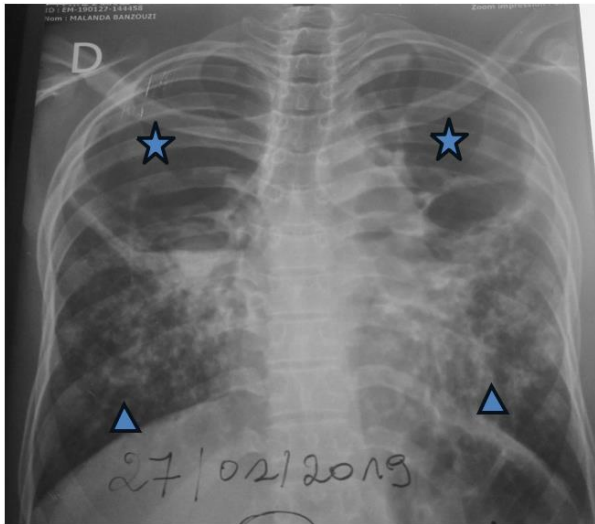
radiographie du thorax face objectivait la destruction bilatérale du parenchyme pulmonaire aux sommets () et un syndrome interstitiel dans les bases ()
